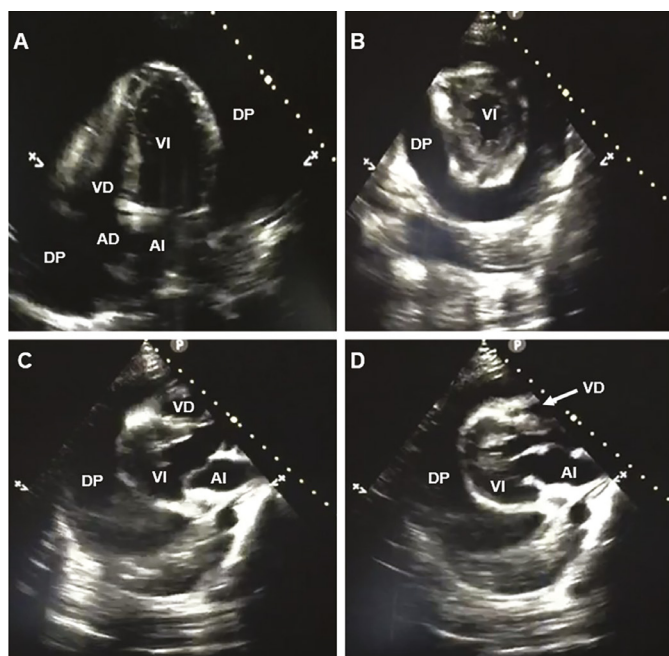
Ecocardiograma. A- vista apical de 4 cámaras, nótese la gran cantidad de derrame pericárdico, que colapsa las cavidades derechas. B- vista del eje corto paraesternal izquierdo. C- Vista del eje largo paraesternal izquierdo en sístole. D- Vista del eje largo paraesternal izquierdo en diástole, donde se evidencia el colapso diastólico del ventrículo derecho. DP: derrame pericárdico, VI: ventrículo izquierdo, VD: ventrículo derecho, AI: aurícula izquierda, AD: aurícula derecha.
